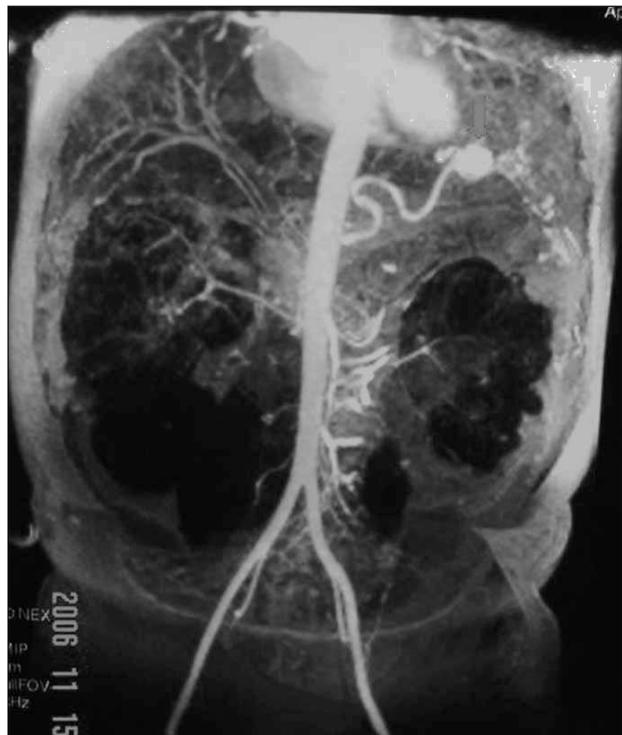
Aneurisma de la arteria esplénica en angio-RMN.
